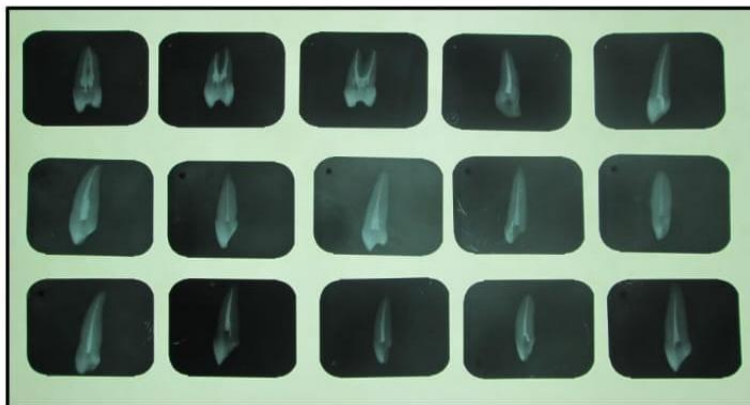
Radiografías de las piezas dentarias obturadas con técnica de condensación lateral.
